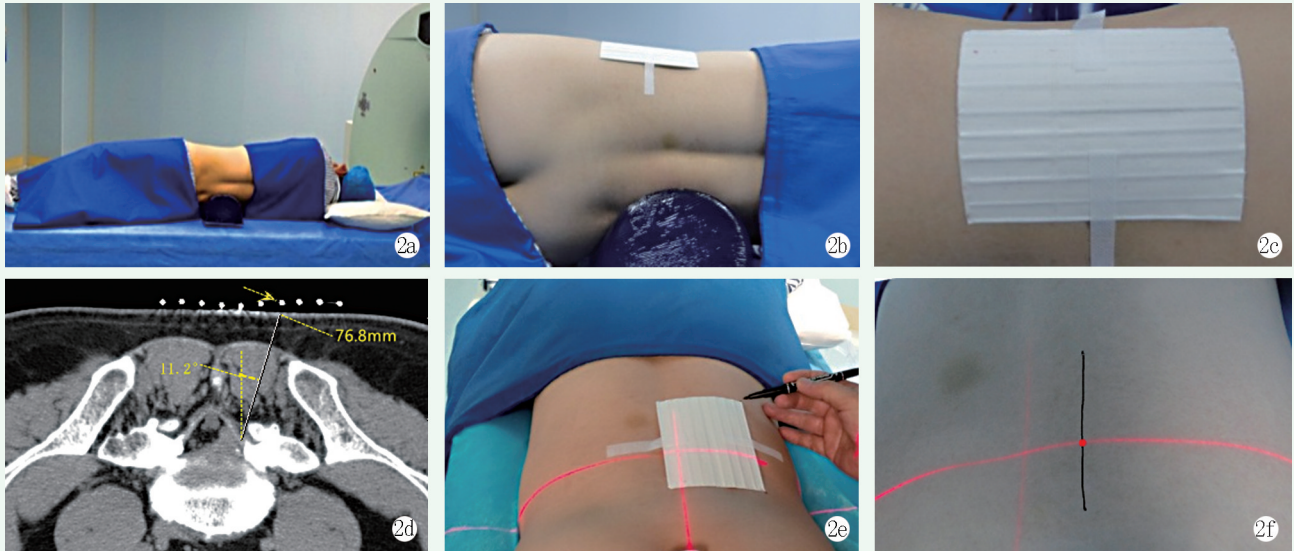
体位与量化手术入路 2a~2c: 侧卧位时的体位垫、铅单和定位条贴外观 2d: 俯卧位时量化手术入路的角度、深度和对应的金属条 2e: 俯卧位时打开 CT 激光投影线和标记金属条 2f: 俯卧位时横线（投影线）与黑纵线（金属条）的交点（红点）为穿刺点
